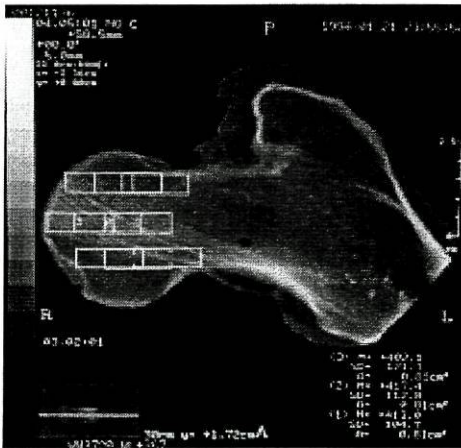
Análise por TAC da densidade nos 4 quadrantes e na região central e a 3 níveis diferentes de profundidade (à superfície, a 0,5 e a 1 centímetro).
